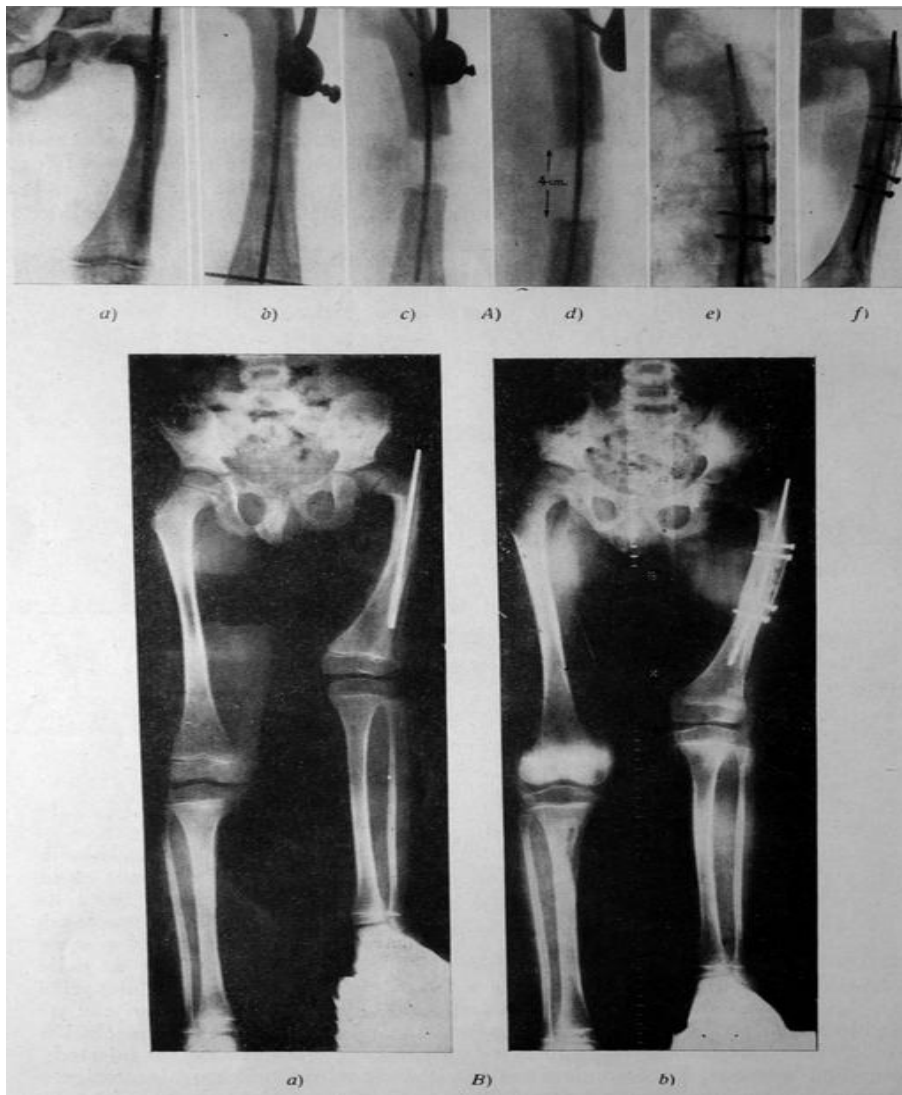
Historia 4. 219 (priv.). E. M. G. Varón. Seis años. A) Acortamiento congénito. Osteotomía para alargamiento femoral el 22-II-62, d). Al mes, obtenido un alargamiento de 4 cm., injerto atornillado, e). El control a los tres meses muestra una excelente fusión ósea en el foco, f). B) Radiografías totales: a) previa y b) después de realizado el alargamiento. Aún habrá que realizar sucesivos alargamientos para compensar por completo la enorme disimetría existente.
